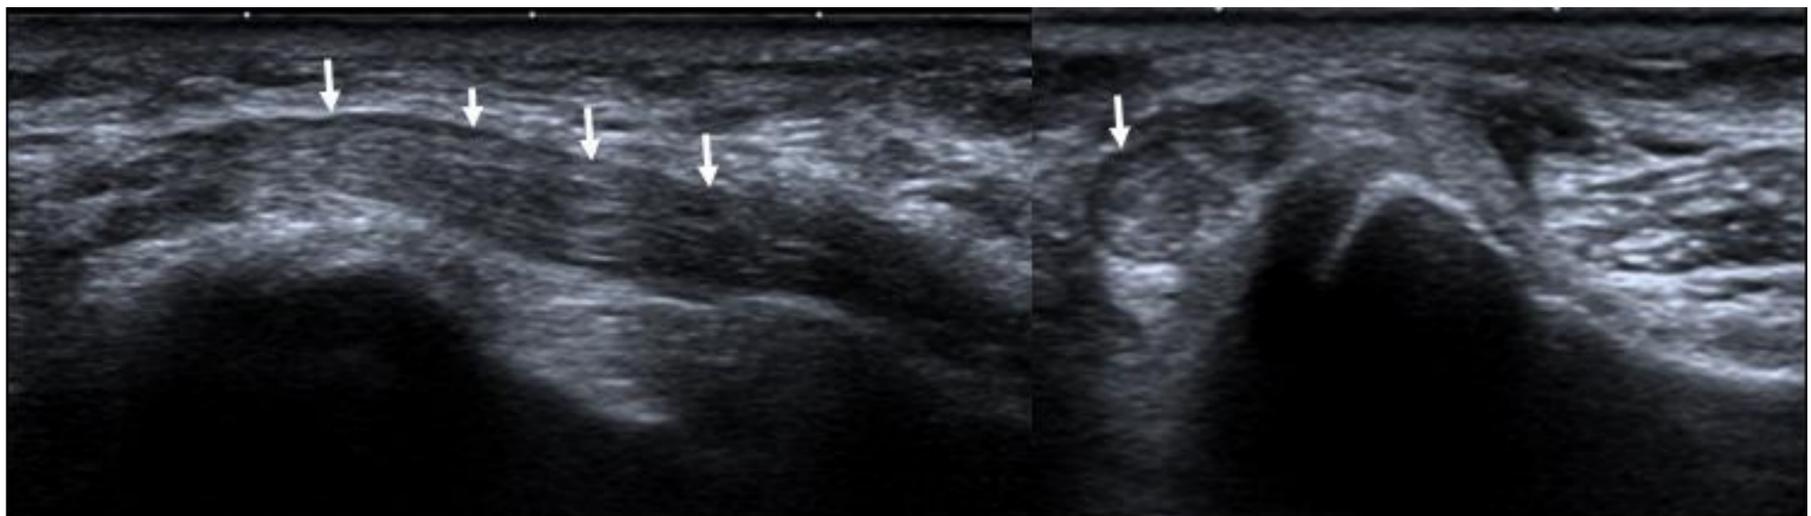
Neuropatía por atrapamiento del nervio cubital (flechas blancas) en el túnel cubital. Ecografía que muestra el engrosamiento edematoso e hipoecogénico del nervio con pérdida del patron fascicular típico.
